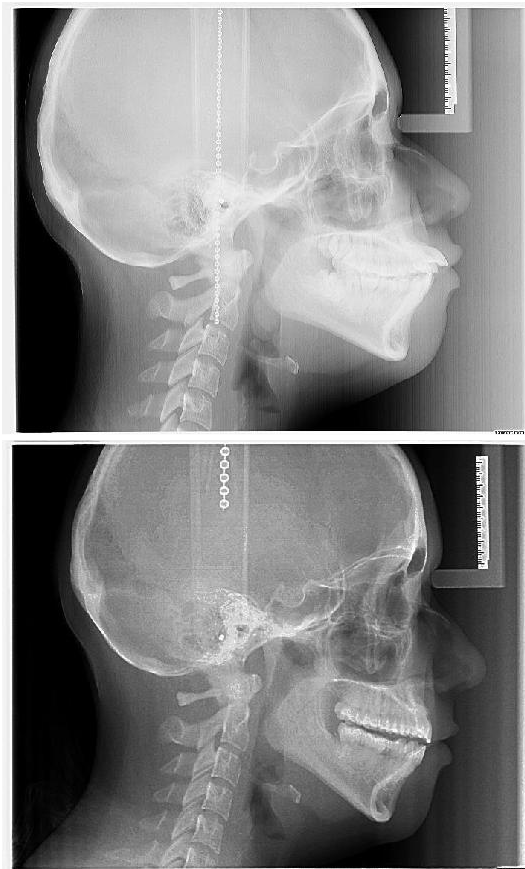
Comparación de radiografías laterales inicial y final. Sobreposición cefalométrica.
